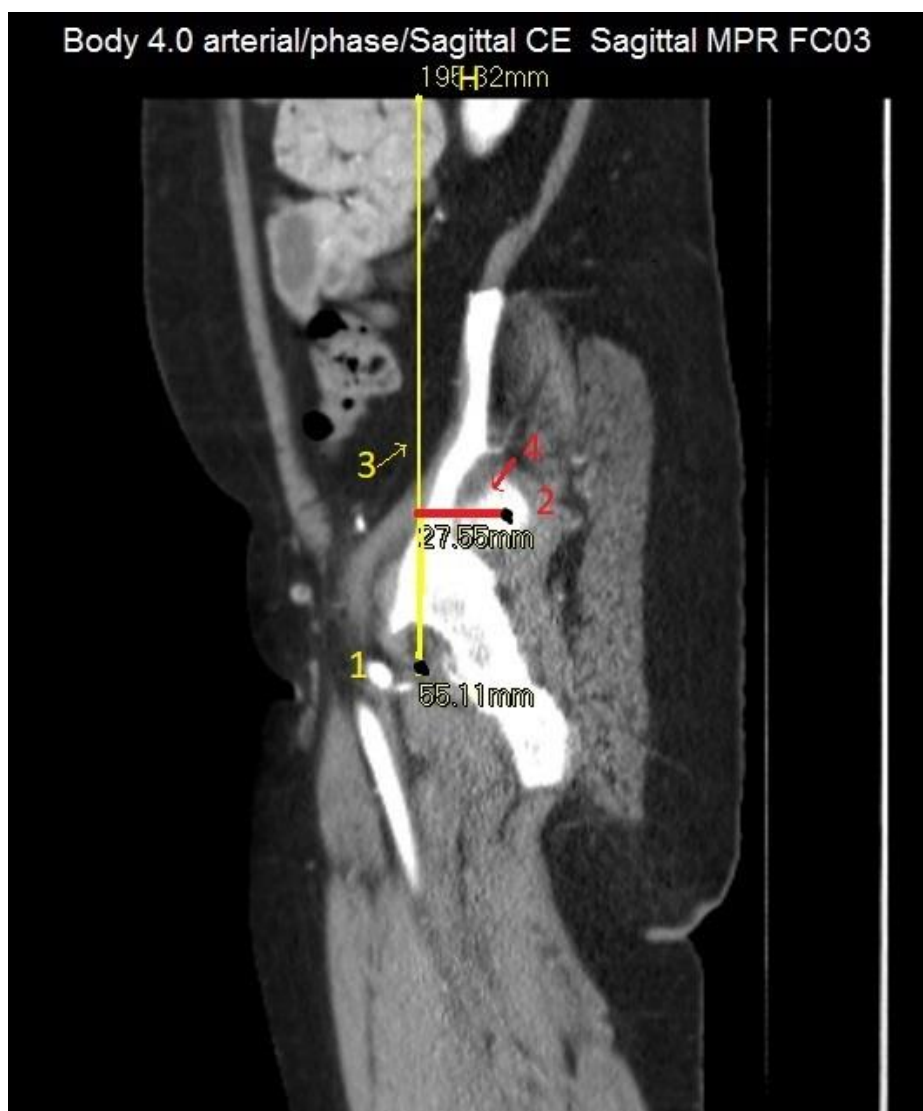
Определение краниального и дорзального смещения головки бедренной кости на МСКТ-слайсе
